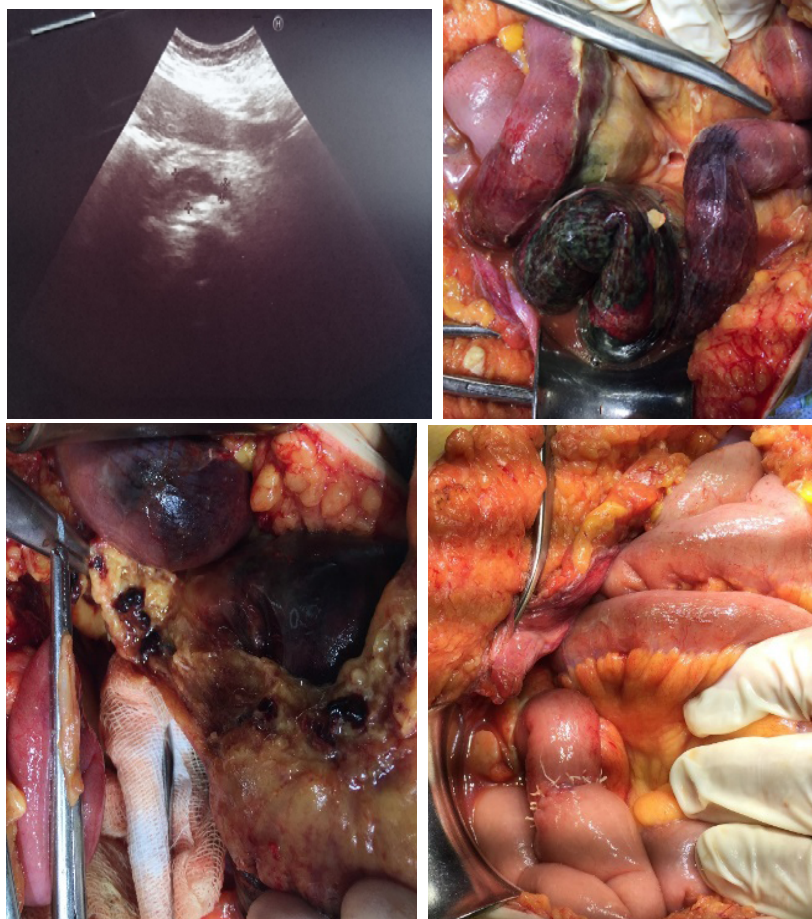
Tromboza v. mezenterice superioare: aspect ecografic și intraoperator.
